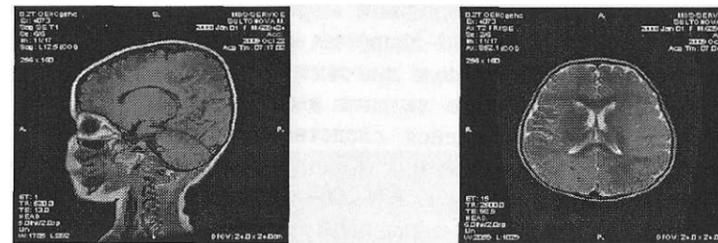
МРТ-признаки сосудистой энцефалопатии. Умеренная атрофия коры больших полушарий лобно-височных областей. Субкомпрессия С5-С6 позвонков
